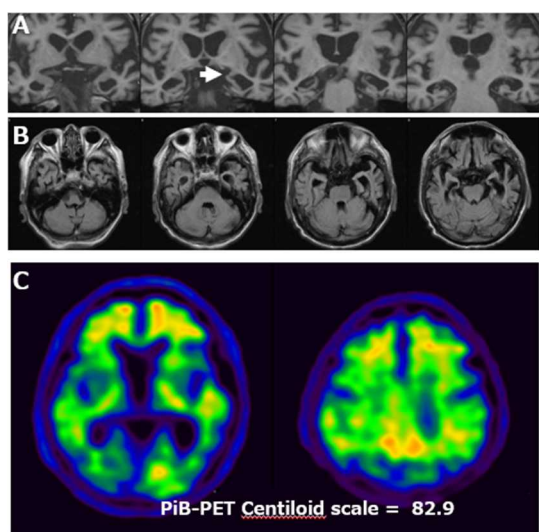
80 歳代、発症 2 年目、MMSE21 点、MRI、T1 冠状断 (A)、FLAIR 軸位断 (B)、PiB-PET (C)。迂回回 (矢印)、海馬および前部内側側頭葉の高度萎縮。PiB-PET は陽性でセンチロイドスケール 82.9。
